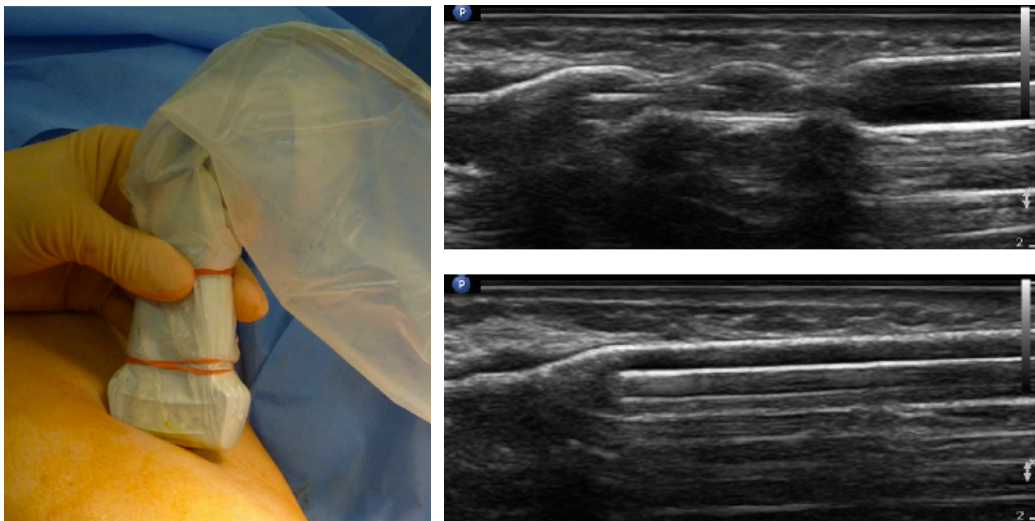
Inflation du ballon de dilatation sous guidage échographique [116]
